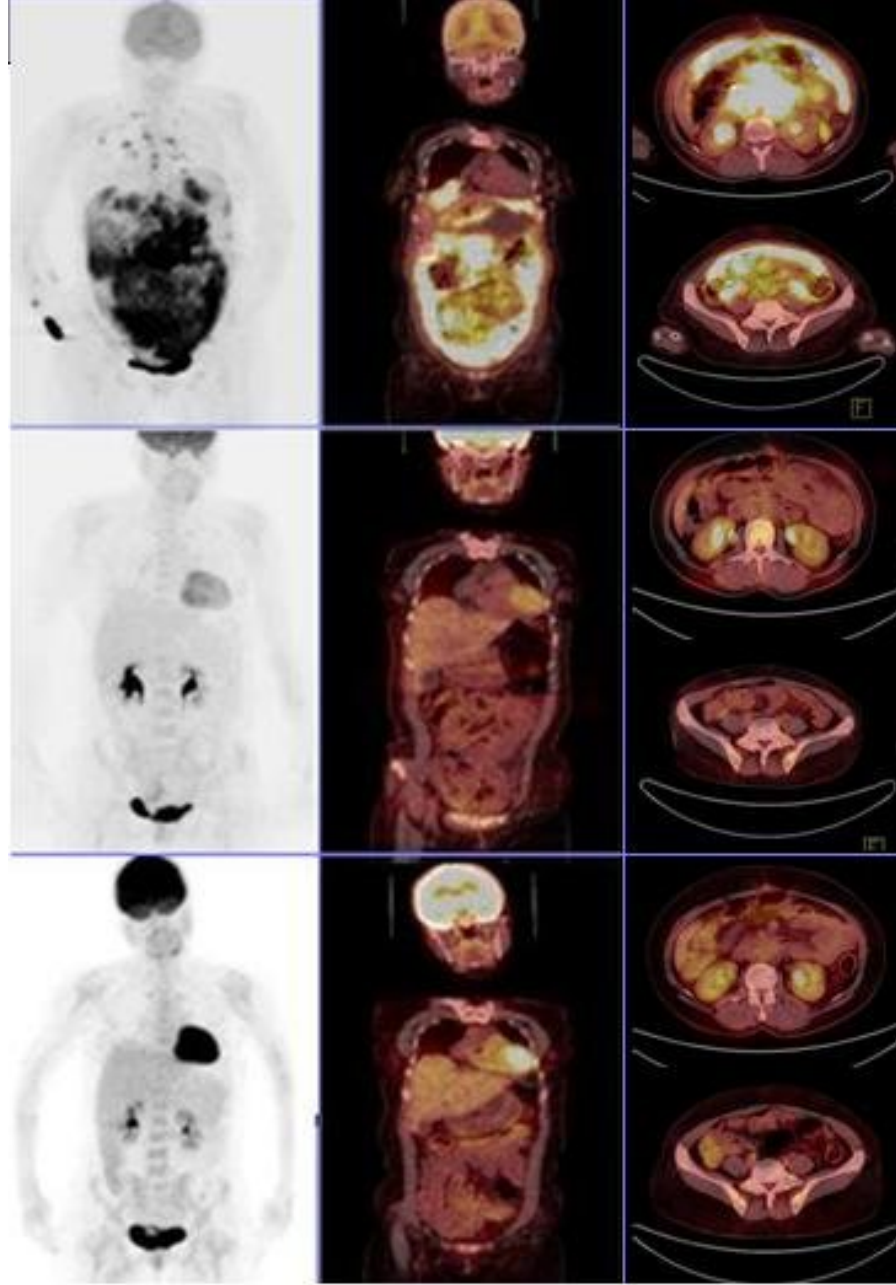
14 No'lu hastaya ait PET/BT görüntüleri
